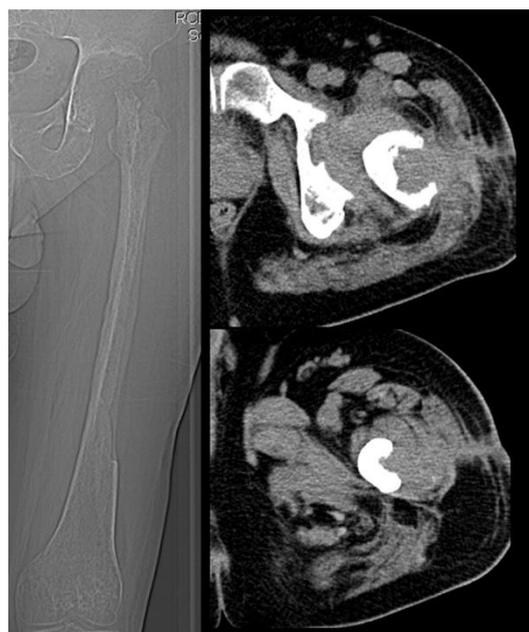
Топограмма и томограммы на уровне левой вертлужной впадины и средней трети левого бедра пациента X. после некрсеквестрэктомии и резекции головки бедра
